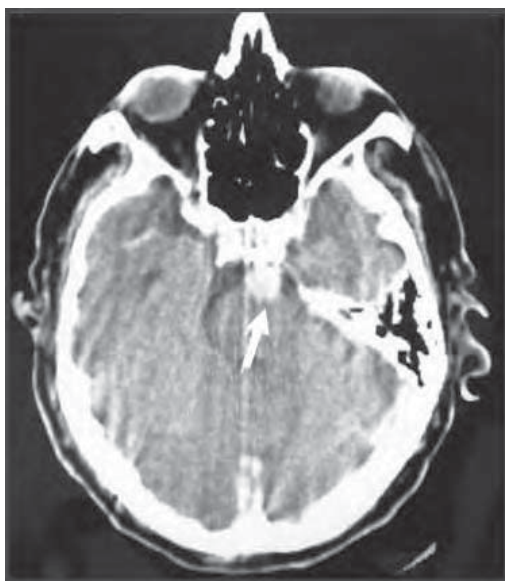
/17.- Paciente que presenta parálisis completa de la mirada lateral en el ojo izquierdo y de la desviación conjugada a izquierda en el ojo derecho (síndrome del 1 y 1/2), parálisis facial izquierda, hemiparesia braquial izquierda, trastorno deglutorio y disartria. En la TAC con contraste se observa una dilatación aneurismática del tronco basilar. En la arteriografía del territorio posterior se observa la dilatación aneurismática de la arteria basilar con trombos en su interior.
